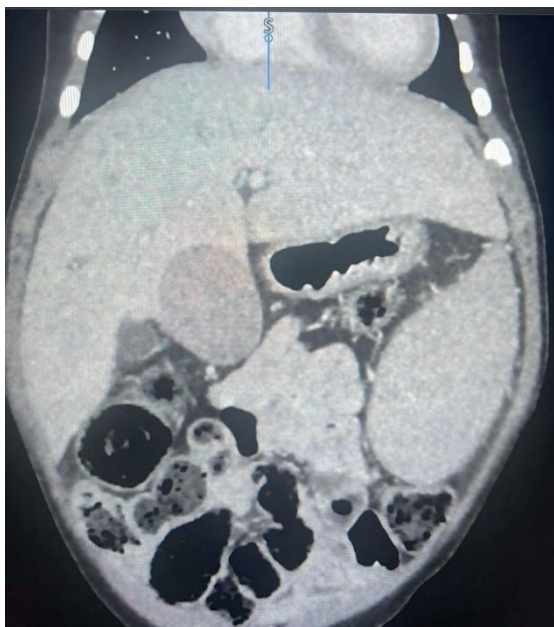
КТ реципієнта (дитина 1 рік 3 місяці) перед трансплантацією
